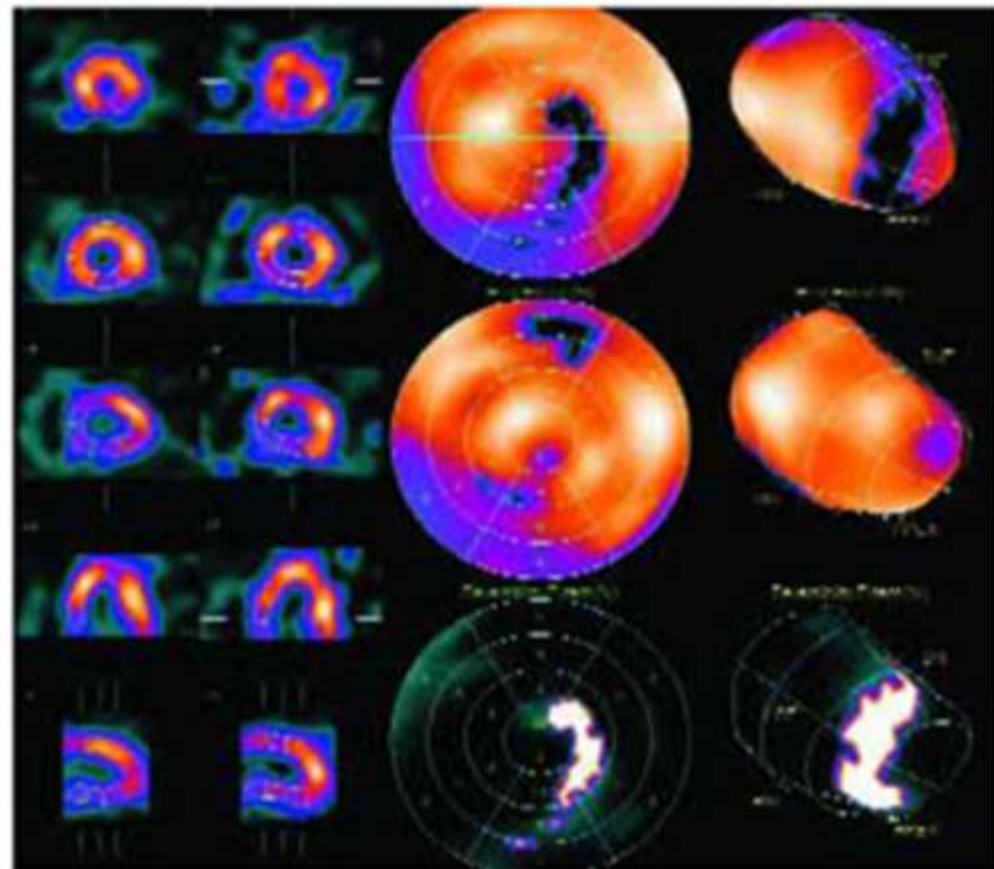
ОЭКТ миокарда с ^{99m}Tc -МИБИ: появление области не-распространенной преходящей ишемии миокарда верхушечно-боковой локализации в ответ на нагрузку у пациента с АГ и умеренной гипертрофией левого желудочка. Формирование участков фиброза передней и нижнеперегородочной локализации на томосцинтиграмах в покое.
